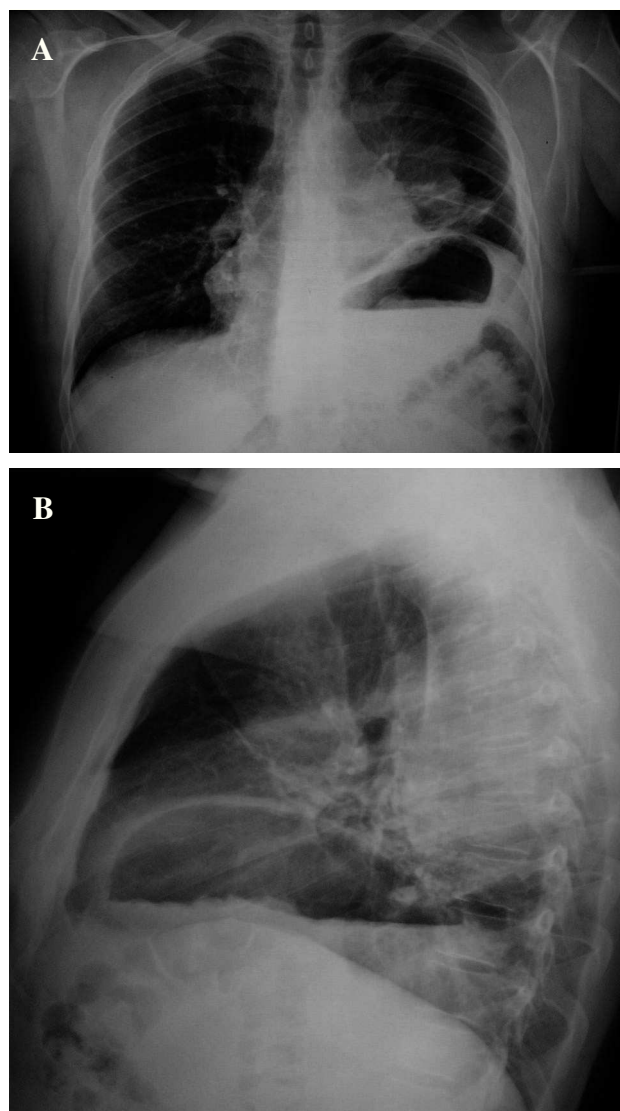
Radiografía posteroanterior (A) y lateral (B) de tórax, donde se identifica una masa paramediastínica posterior izquierda, así como elevación del diafragma homolateral.
